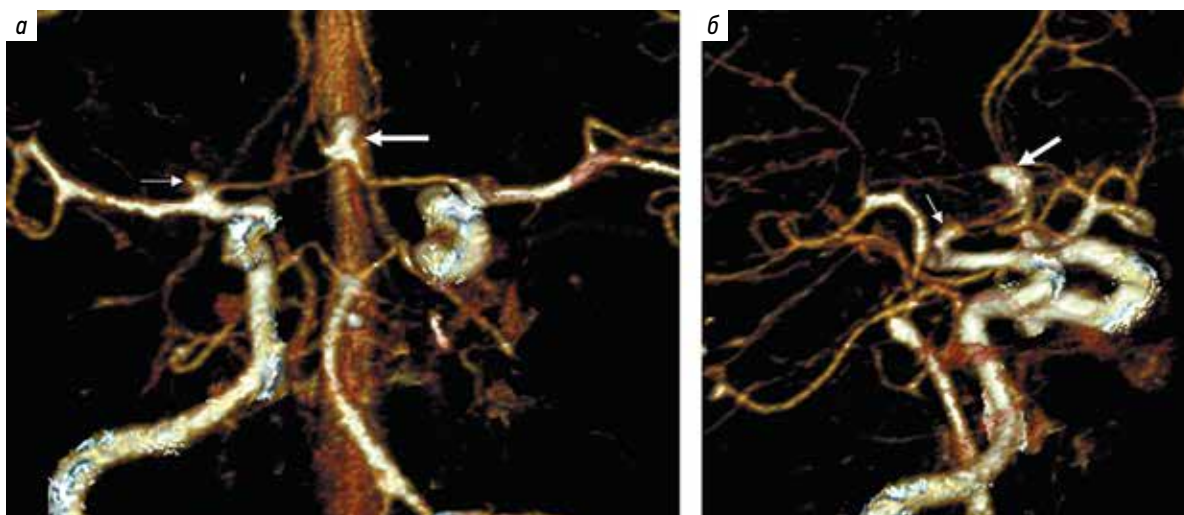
Мультиспиральная компьютерно-томографическая ангиография пациентки Н. в прямой (а) и боковой (б) проекциях (3D-реконструкция). Тонкой белой стрелкой обозначена аневризма развилки правой внутренней сонной артерии, толстой белой стрелкой – аневризма передней соединительной артерии
